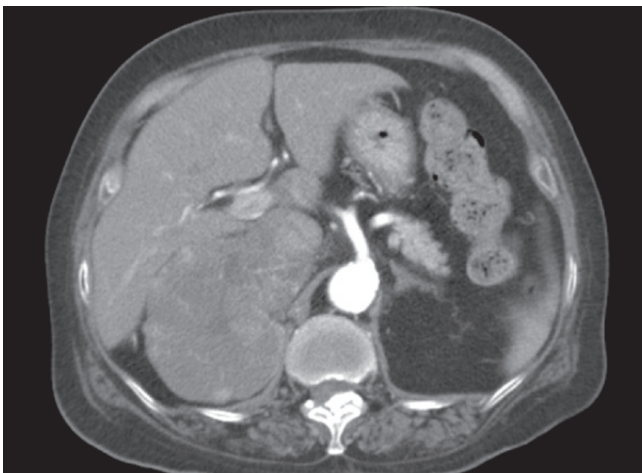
Abdominal CT scan showing a large right adrenal mass (maximum diameter, 10 cm).
